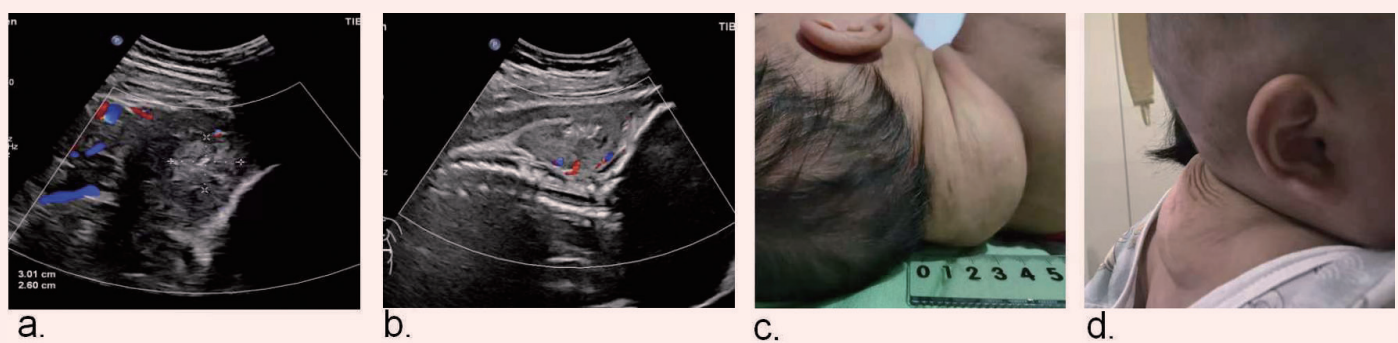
a-b. 术后采用多普勒超声观察胎儿后颈部肿瘤的血流信号
